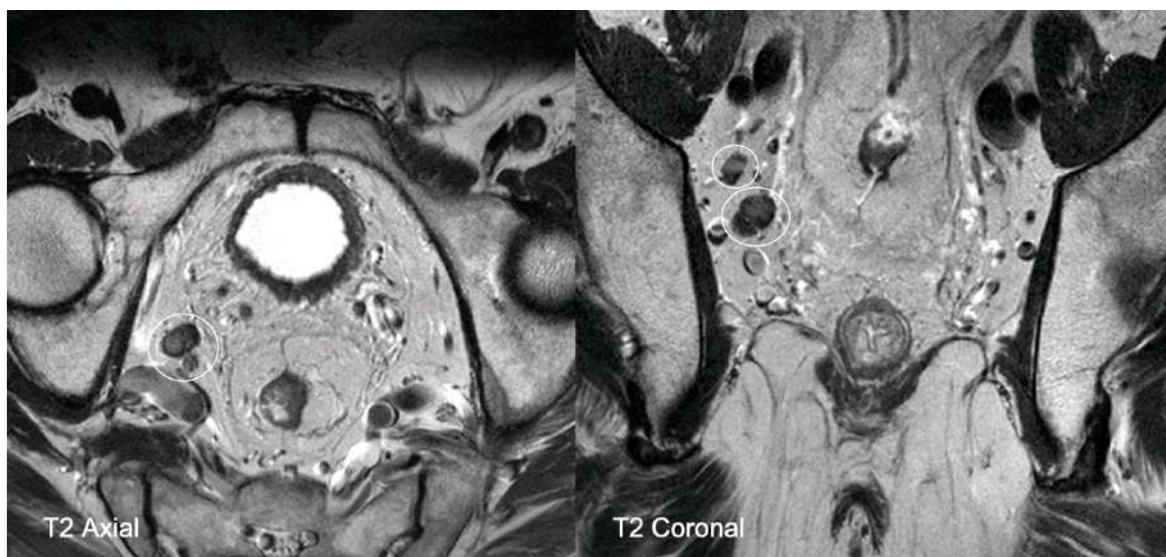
Imatges de RM axial i coronal ponderades en T2 que mostren dues adenopaties patològiques a territori ili-obturatriu dret.
